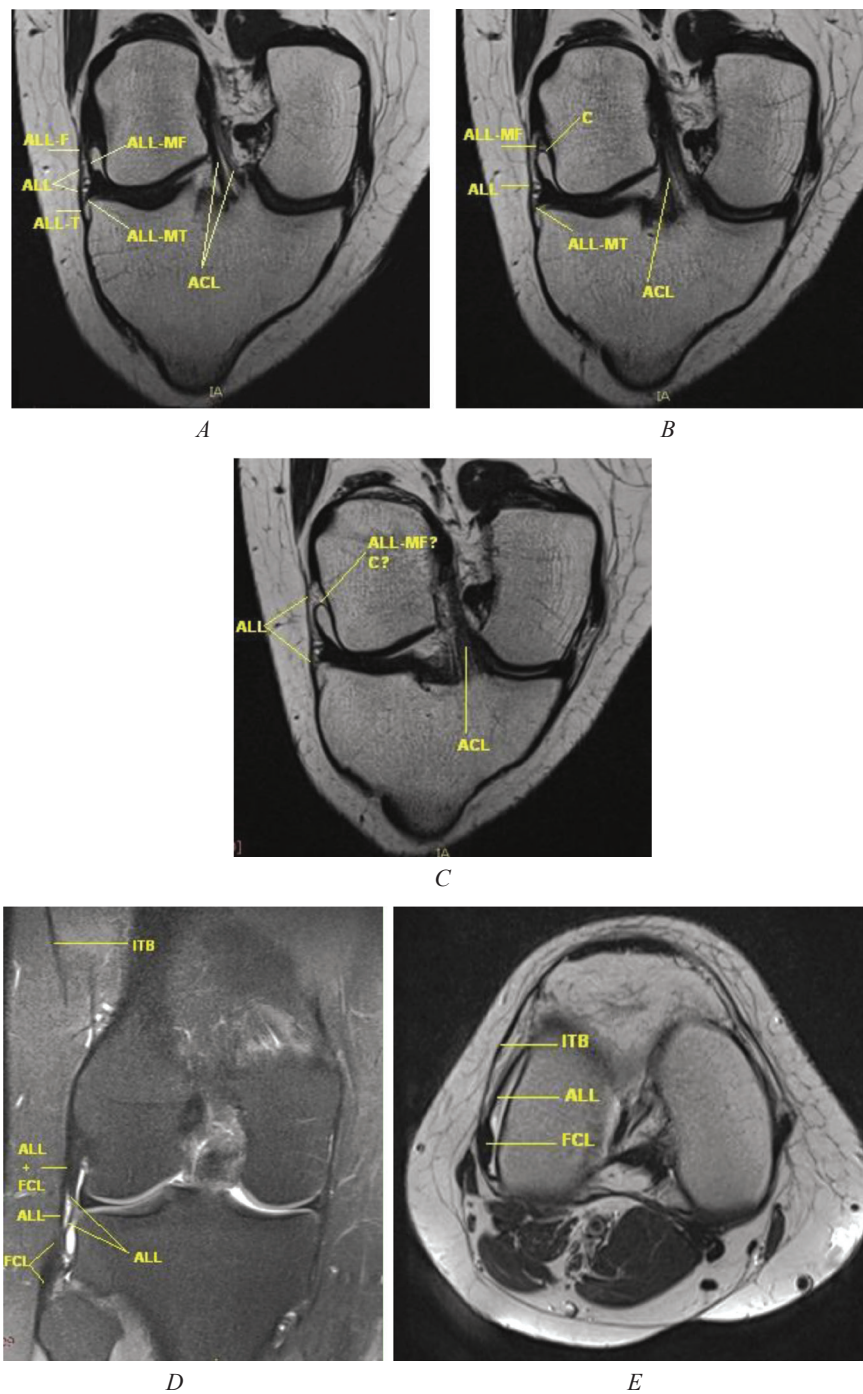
MRI of a 28-year-old woman's knee joint with synovitis in the lateral parts and a well-defined ALL (1.5 Tesla MRI scanner): *A, B, C* – oblique coronal sections corresponding to the direction of the ACL fibers (In some cases, the inclination angle of such sections better corresponds to the angle of inclination of the ALL. So, sometimes they allow visualizing ALL better than in standard coronal sections. If in Fig. *A* we think that we can confidently see the two-layer structure of ALL, and in Fig. *B* we even separate the meniscofemoral portion and the joint capsule, then in Fig. *C* the question arises – what exactly do we see – the meniscofemoral portion of ALL or joint capsule (ALL-MF vs C)? The intensity of the structure suggests that this is the ligament or at least thickened to withstand loads fibrous capsule of the joint. However, its recess as in Fig. *C* resembles rather the recess of the joint capsule. This form we observe in oblique coronal sections quite often. Sometimes we see a much tighter structure attached to the femoral condyle as in Fig. *B* (ALL-MF), which we consider to be a portion of ALL. But how to interpret such a recess of the capsule, and whether it can be stretched during flexion and internal rotation? The question remains open); *D* – we also see a two-layer structure of the ALL on the coronal section, but proximal fibers of its superficial femoral portion are merged with the fibular collateral ligament (ALL + FCL); *E* – axial sections of this patient. It is more difficult to see the superficial and deep layers of ALL simultaneously in one image possibly due to the merging of the fibers of its femoral portion with the fibular collateral ligament *C* – joint capsule, the rest designations are as in Fig. 1
